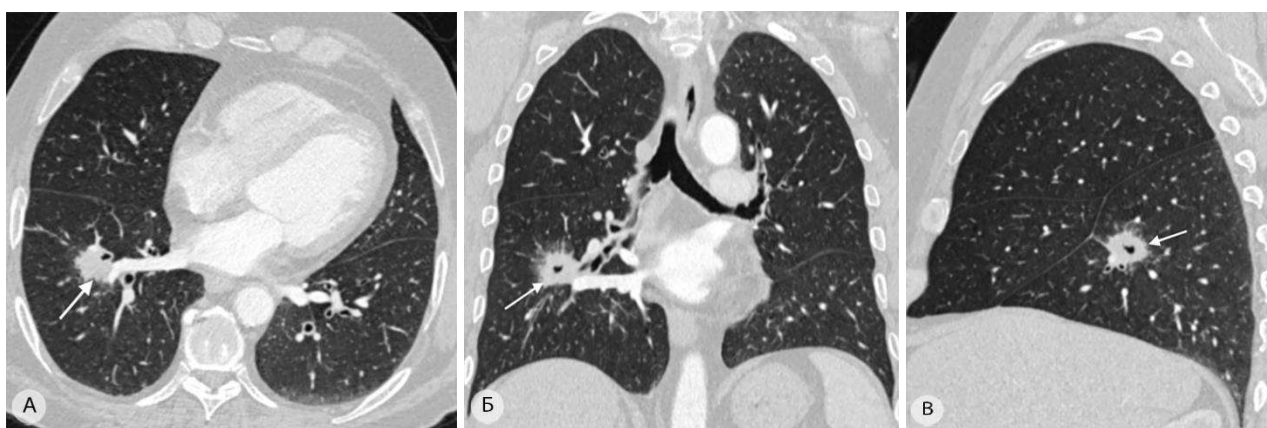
Компьютерные томограммы. Плоскоклеточный рак нижней доли правого лёгкого с локализацией на границе верхушечного (S^6), переднего (S^8) и латерального (S^9) базальных сегментов, размерами 33×39 мм. а – аксиальная проекция; б – фронтальная проекция; в – сагиттальная проекция (опухоль с распадом показана стрелкой)
